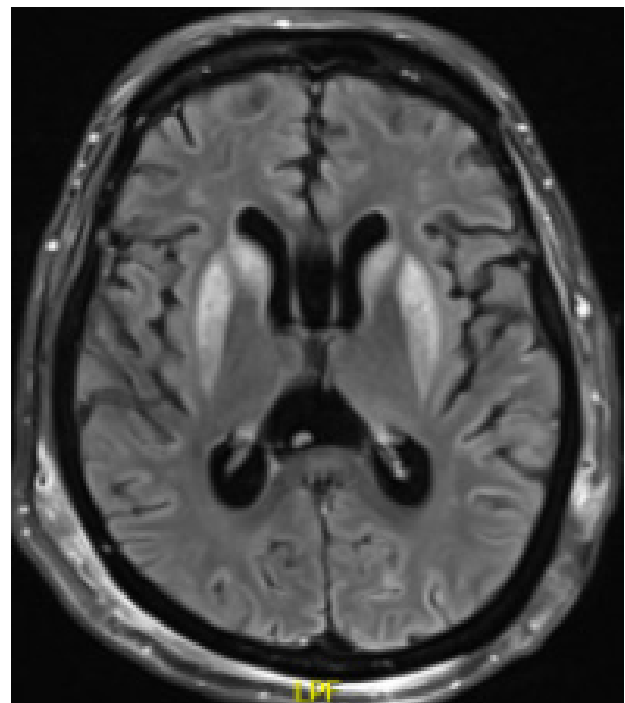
Resonancia magnética de encéfalo en secuencia T2/FLAIR en corte axial a nivel de ganglios basales, en la que se observa hiperintensidad de núcleos basales bilaterales e hiperintensidad cortical de predominio occipital y frontal mesial.
